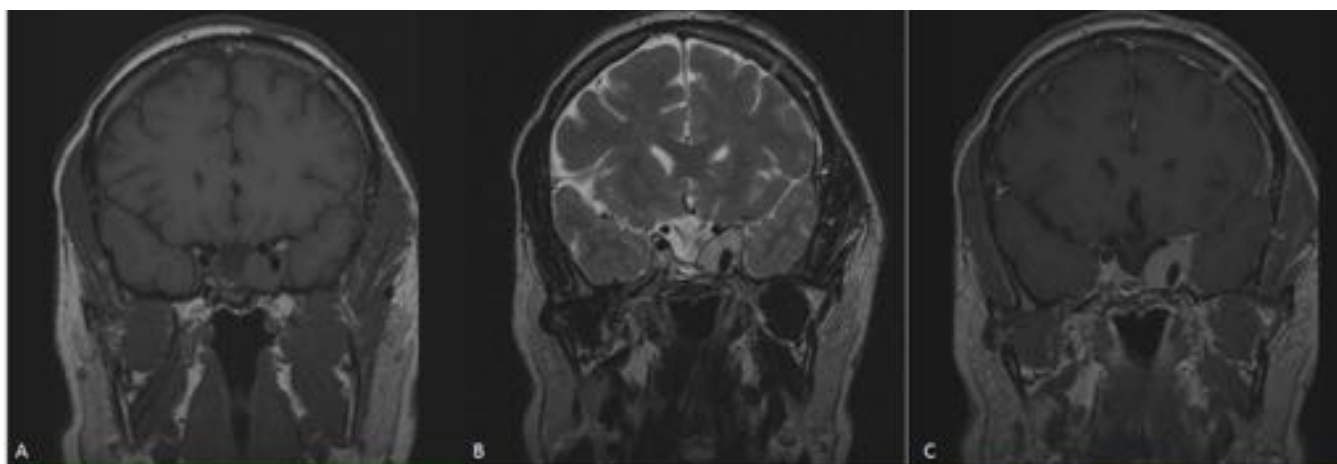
RM de hipófisis. Cortes coronales de secuencias T1 (A), T2 (B) y tras la administración de gadolinio (C). Se observan restos de macroadenoma hipofisario que invade el seno cavernoso izquierdo, englobando el segmento de carótida interna sin alteración de su calibre.
